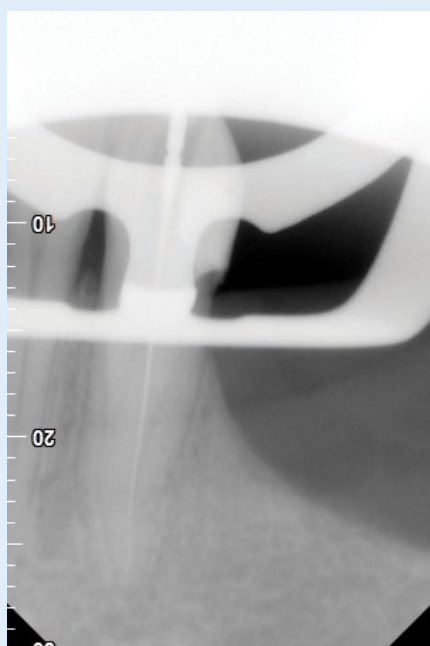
Radiografia de odontometria
